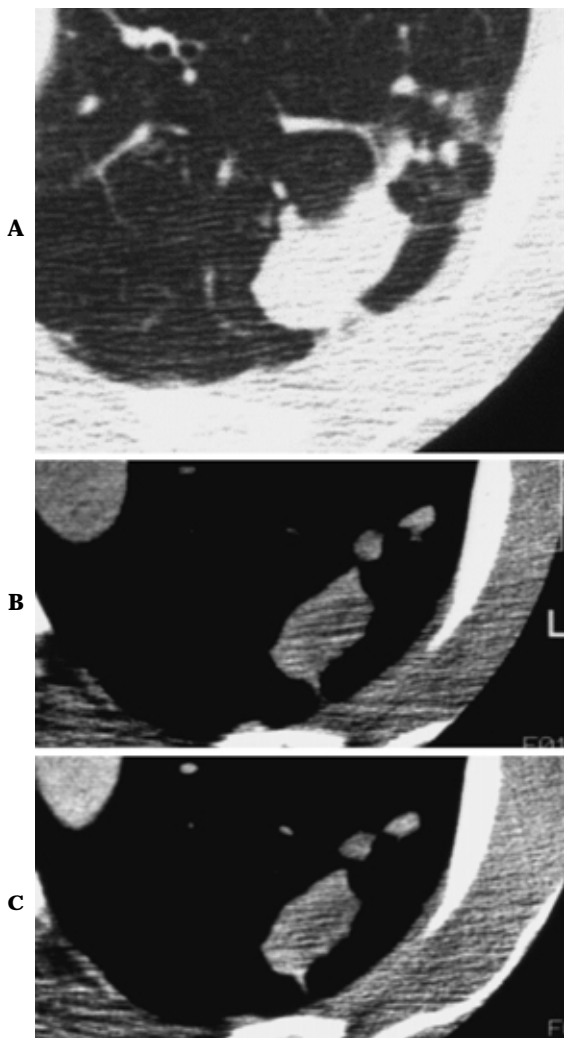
Lung nodule enhancement . HRCT shows a smooth and well-defined nodule (A) The density of the nodule on contrast-enhanced CT (C) is the same as that on unenhanced CT (B) This nodule is strongly suggestive of a benign nature.
